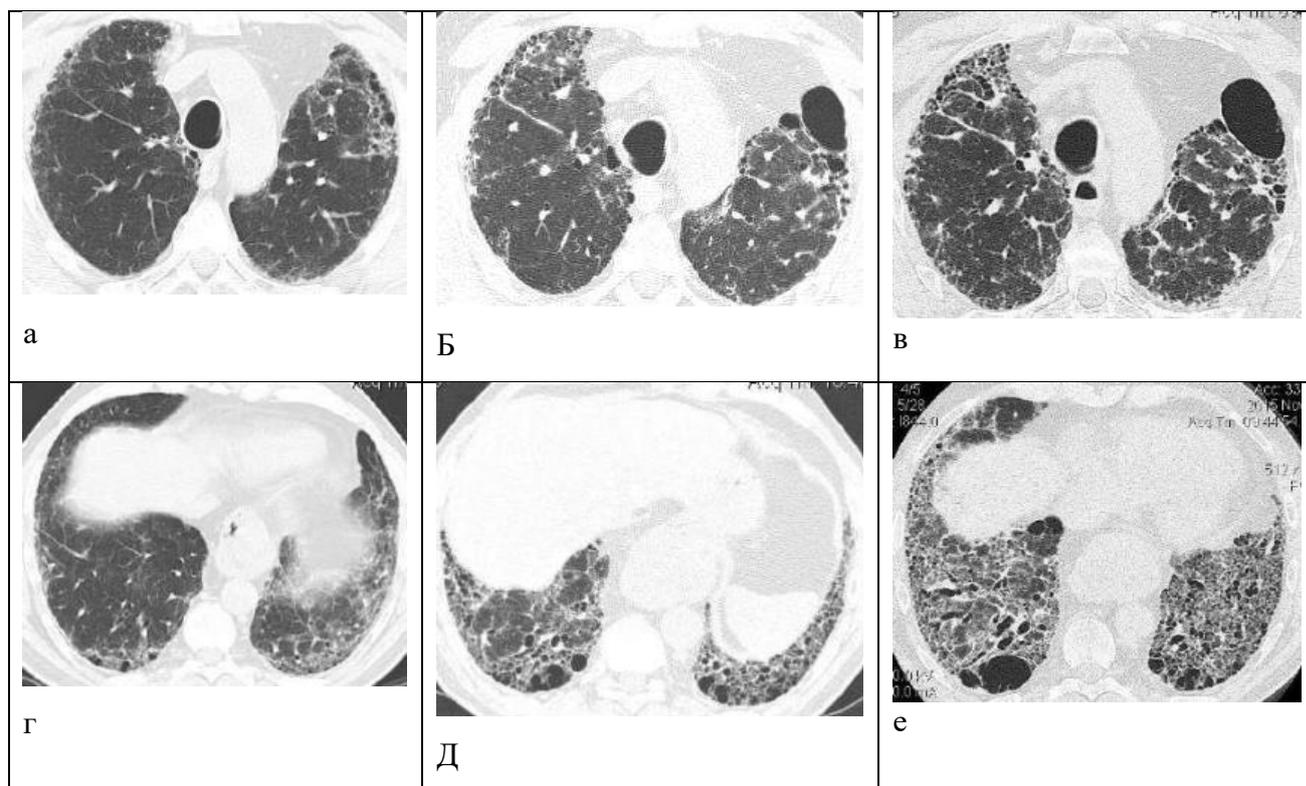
Больной Д., 68л. ИЛФ, переход НСИП в ОИП: КТ от 03.06.2011 г. (а, г), КТ от 08.05.2015 г. (б, д). КТ от 02.11.2015 г. (в, е).
